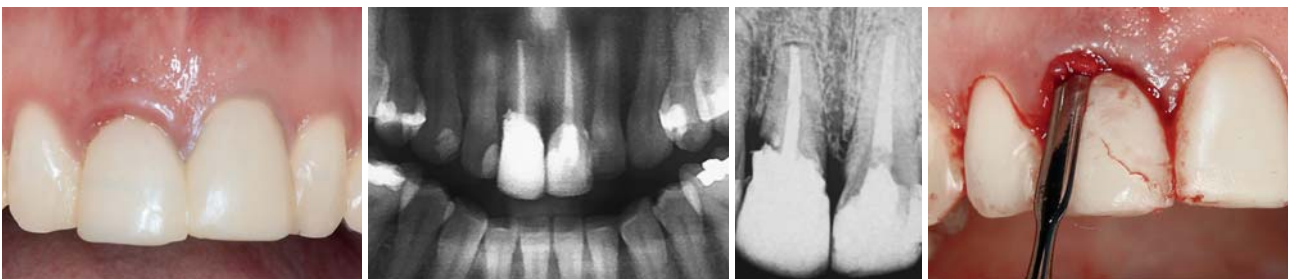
Elongierter Zahn 11 am Beginn der Behandlung. – Abb. 2: Die radiologische Ausgangssituation zeigt die endodontisch versorgten mittleren Schneidezähne und die Wurzelfraktur an Zahn 11. – Abb. 3: Detaillierter Röntgenbefund. – Abb. 4: Durchtrennen der Parodontalfasern mit dem Periotom.
